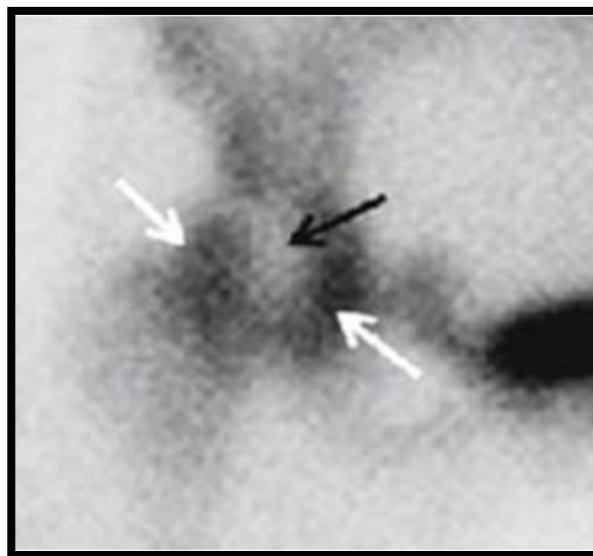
Image scintigraphique caractéristique d'ONTF ; Zone centrale froide (flèche noire), entourée d'une zone chaude (flèches blanches).
